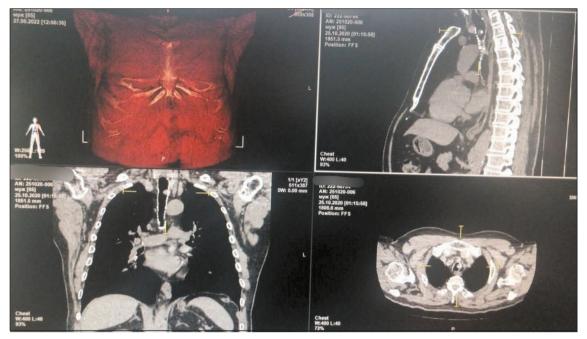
КТ органов грудной клетки от 25.10.20. В трахее на уровне C7-Th1 имеется округлое образование, размерами 10×9 мм. Примечание: рисунок выполнен авторами
